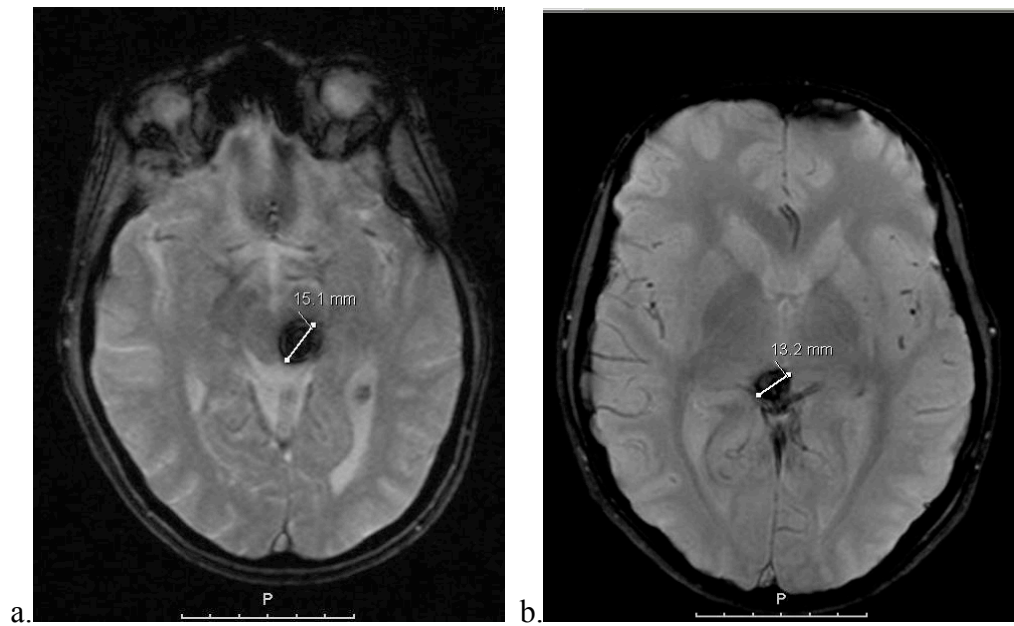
Vermessung des maximalen Durchmessers in der MRT-Bildgebung zweier Hirnstammkavernome. Kavernom im Bereich des Mesencephalon, colliculus superior links, T_2^* -Wichtung, axial (a.) Kavernom im Bereich des Mesencephalons, colliculus superior rechtsseitig, T_2^* -Wichtung, axial (b.).
